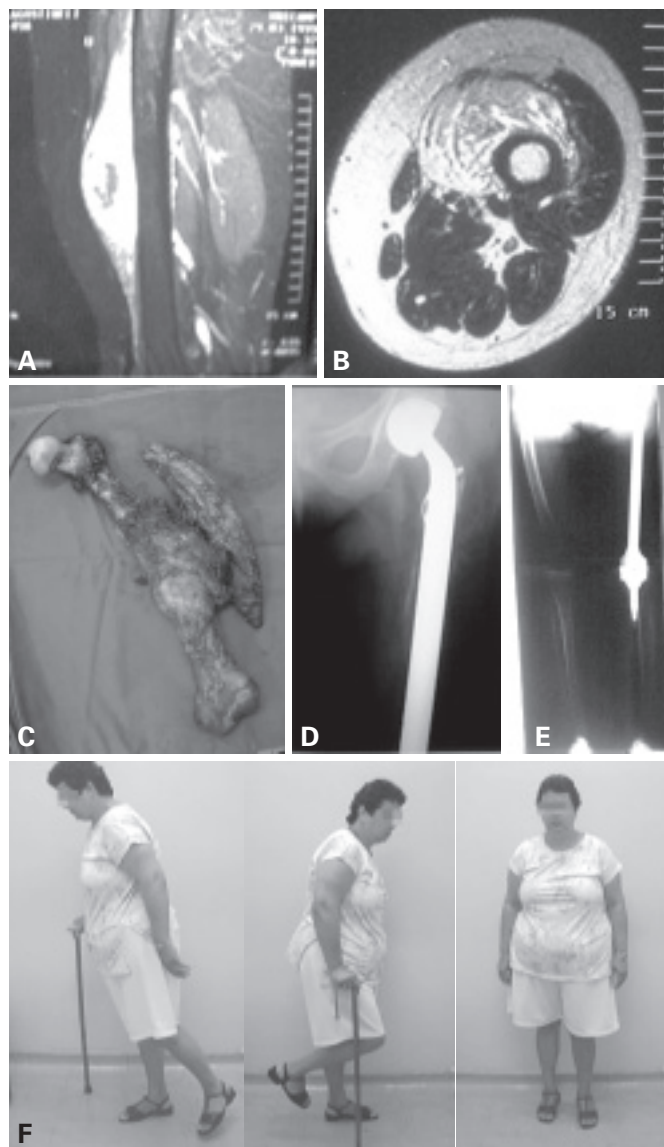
Paciente nº 1: A, B) Aspecto da ressonância magnética. Observar o tumor na face anterior da coxa esquerda da paciente envolvendo pelo menos dois terços da circunferência do fêmur. C) Peça cirúrgica. D) Dois terços proximais da prótese de componente acetabular bipolar. E) Radiografia panorâmica. F) Aspecto funcional da paciente no 22º mês pós-operatório.
